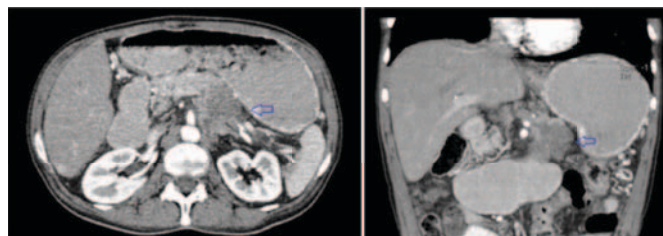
Abdominal CT scan after contrast enhancement showing a 55x50 mm hypodense mass, located in the transition from the pancreatic body to its tail (blue arrow). It has irregular borders and exhibits an exophytic growth pattern, involving the celiac trunk and splenic vein.
